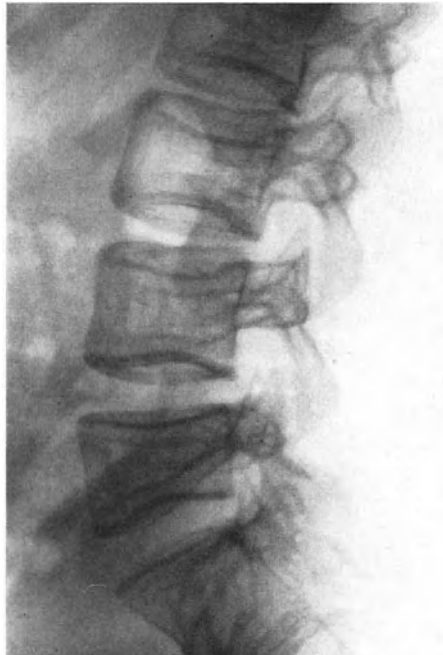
8 Monate nach Röntgenbestrahlung der Hypophyse.
